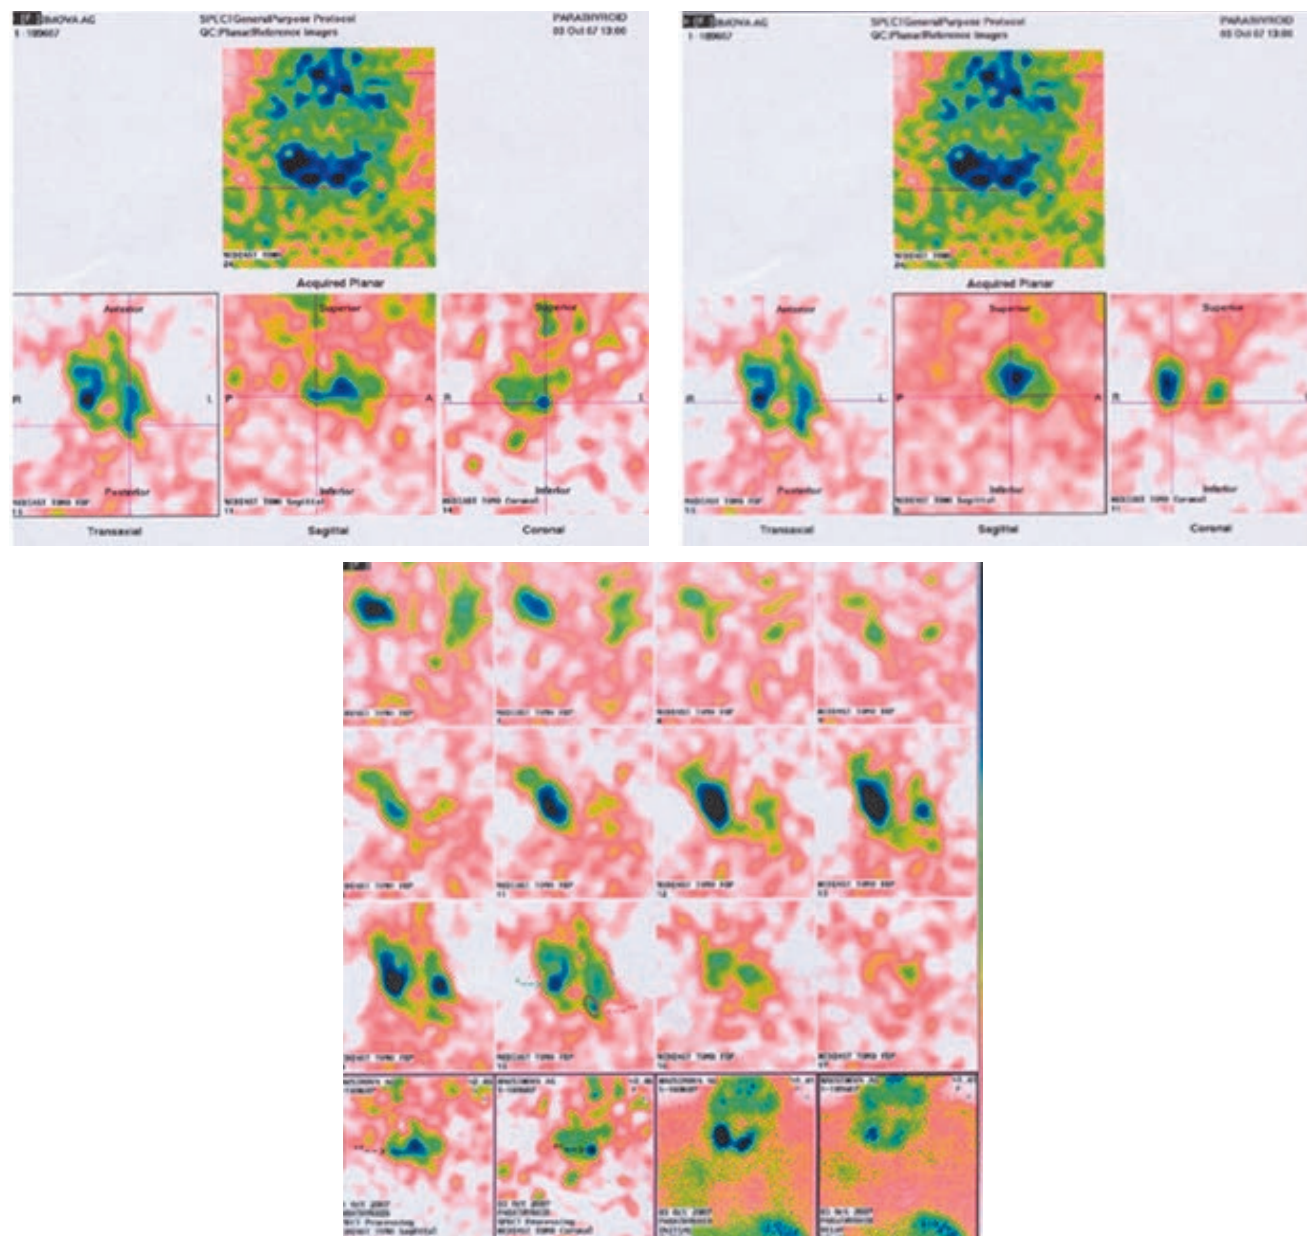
Сцинтиграмма и ОФЭКТ околощитовидной железы. На ранних сцинтиграммах в области щитовидной железы накопление радиофармпрепарата неравномерное, асимметричное, с преобладанием в правой доле, форма щитовидной железы несколько изменена. На поздних сцинтиграммах выраженный клиренс щитовидной железы, очаг повышенного накопления проецируется на нижнюю треть правой доли. Фокусы аномального включения радиофармпрепарата в паратиреоидной области и в проекции средостения не контрастируются. При ОФЭКТ на периферии правой доли щитовидной железы (уровень нижней трети) по ее заднему контуру — очаг интенсивного накопления индикатора, впереди и латеральнее которого в толще доли — очаг гипоаккумуляции. На том же уровне по заднему контуру левой доли прилежит очаг умеренно интенсивного накопления индикатора (в месте обычного положения нижней околощитовидной железы). Признаки аденомы левой нижней околощитовидной железы в ортотопическом положении и интрапаратиреоидного образования правой доли.
